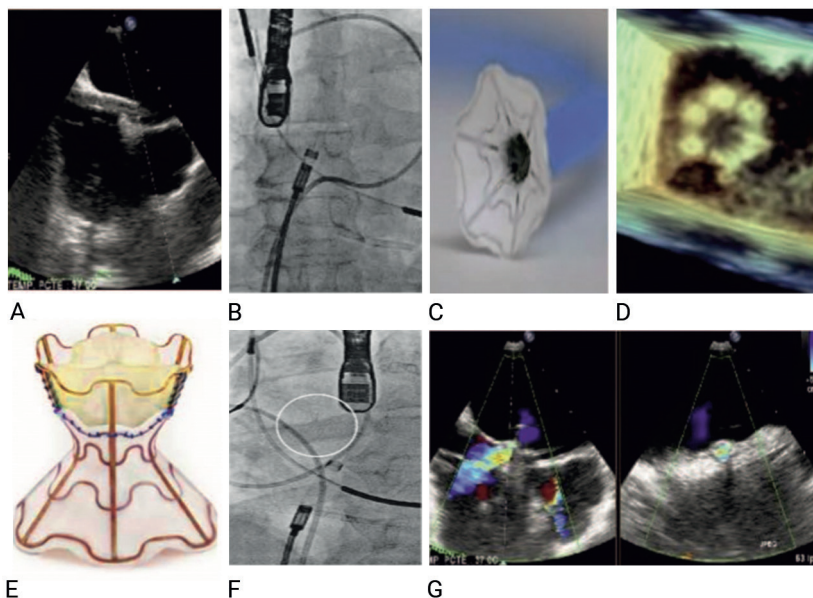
Secuencia de implantación del dispositivo V-Wave. A y B: Ecocardiograma. C y E: Dispositivo V-Wave. D, F y G: Ecocardiograma transesofágico.
